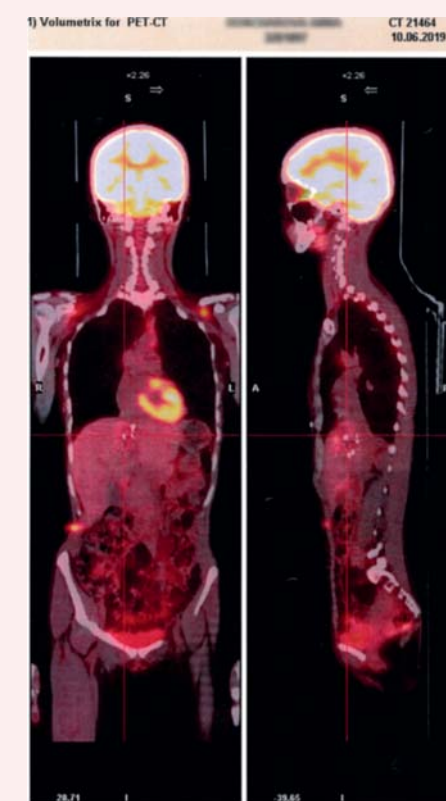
Позитронно-эмиссионная компьютерная томограмма: признаков рецидива опухоли печени, почки не выявлено
